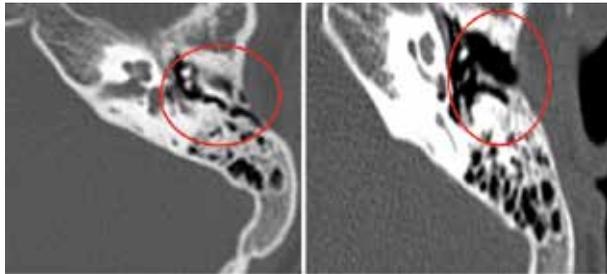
TAC coronal de oído derecho, con fragmento óseo laminar cortical de hueso desprendido de la parte posterior del techo del CAE, la estenosis es en la unión ósea con la cartilaginosa, hay engrosamiento mucoso en el seno timpánico. La imagen de la izquierda es prequirúrgica, la de la derecha es el resultado posterior a la cirugía. Diagnóstico por anatomía patológica de colesteatoma.
